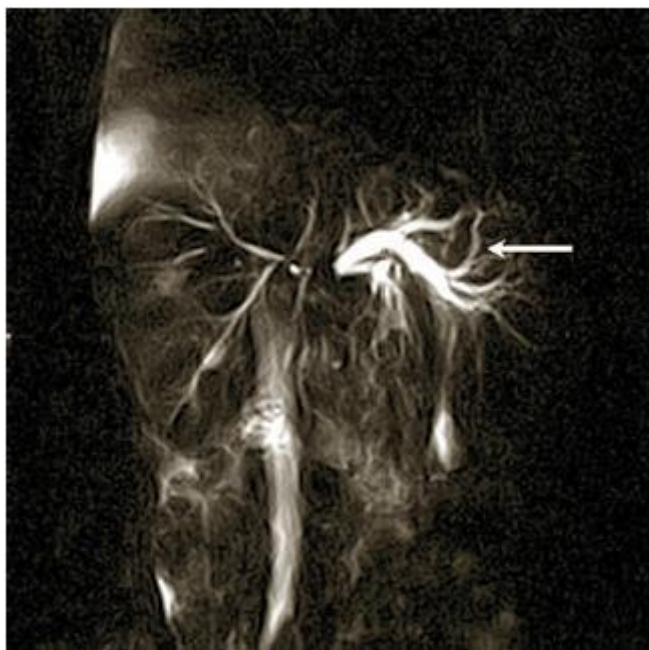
Магнитно-резонансная томография: холангиокарцинома.
